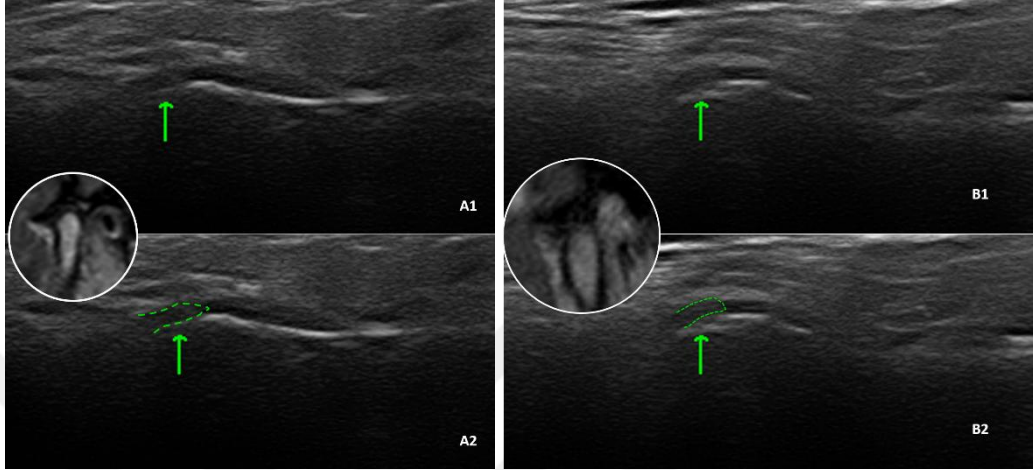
USG Longitudinal kesitte TME şematizasyonu
